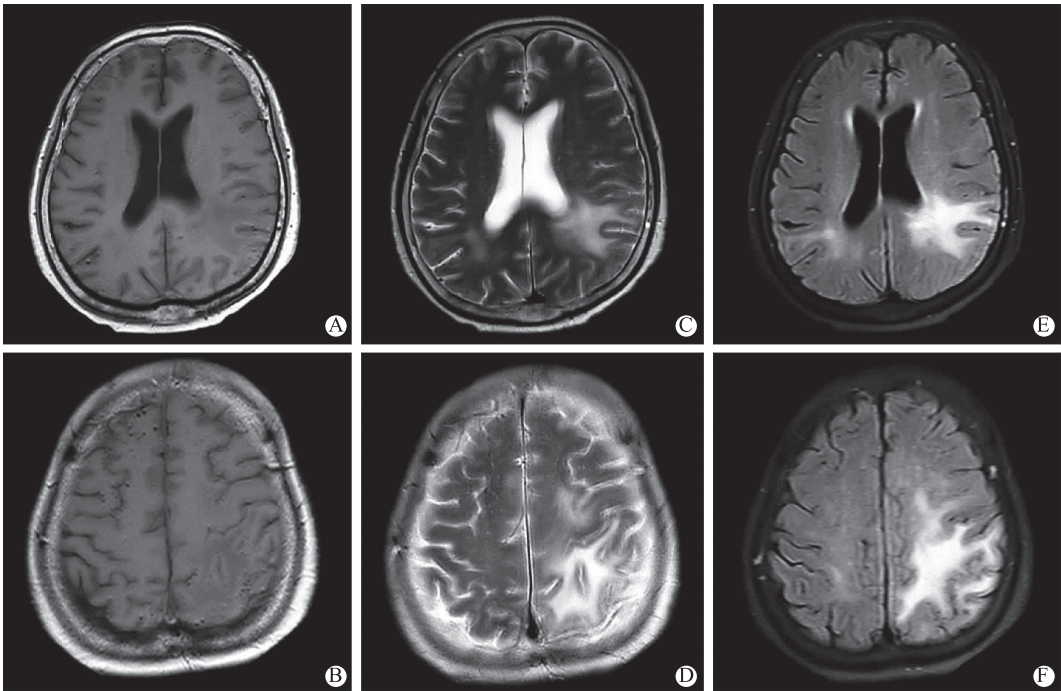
治疗后复查 MRI 表现(2023 年 4 月 5 日) A,B 为头部轴位 T₁ WI;C,D 为头部轴位 T₂ WI;E,F 为头部轴位 FLAIR 示大脑双侧长 T₁长 T₂信号影以及 FLAIR 高信号影较前显著缩小,但仍以左侧顶叶为著,左侧大脑半球肿胀较前缓解,左侧侧脑室后角受压较前减轻,中线结构居中
